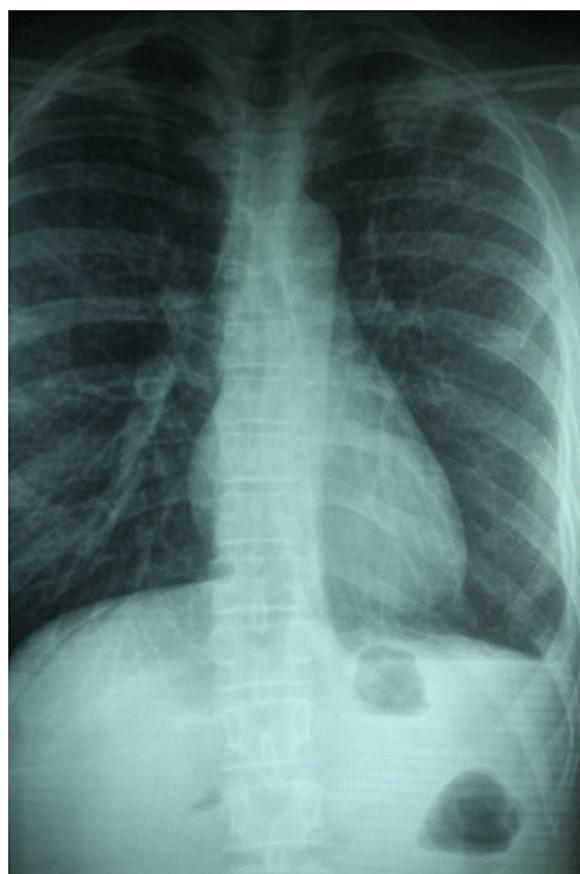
La radiografía del tórax sin presencia de lesiones pulmonares evidentes.
